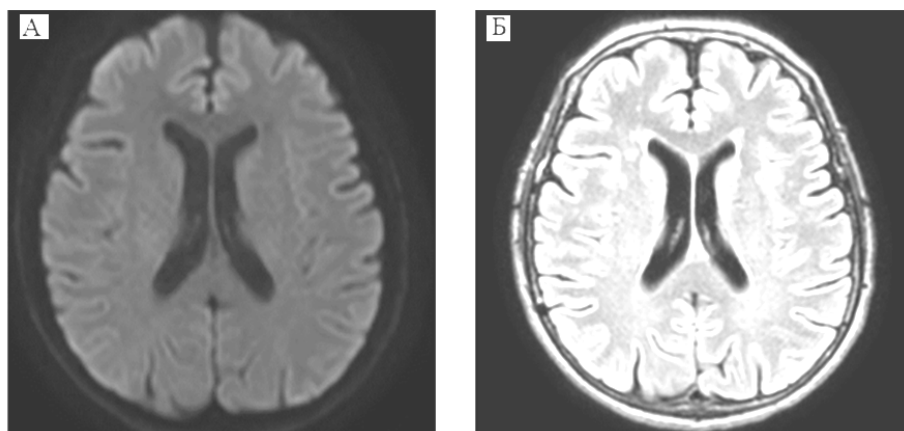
МРТ головного мозга: А – режим диффузионно-взвешенного изображения (режим DWI), аксиальный срез, ограничения диффузии не выявлено; Б – режим FLAIR, аксиальный срез, представлены очаги микроангиопатии
